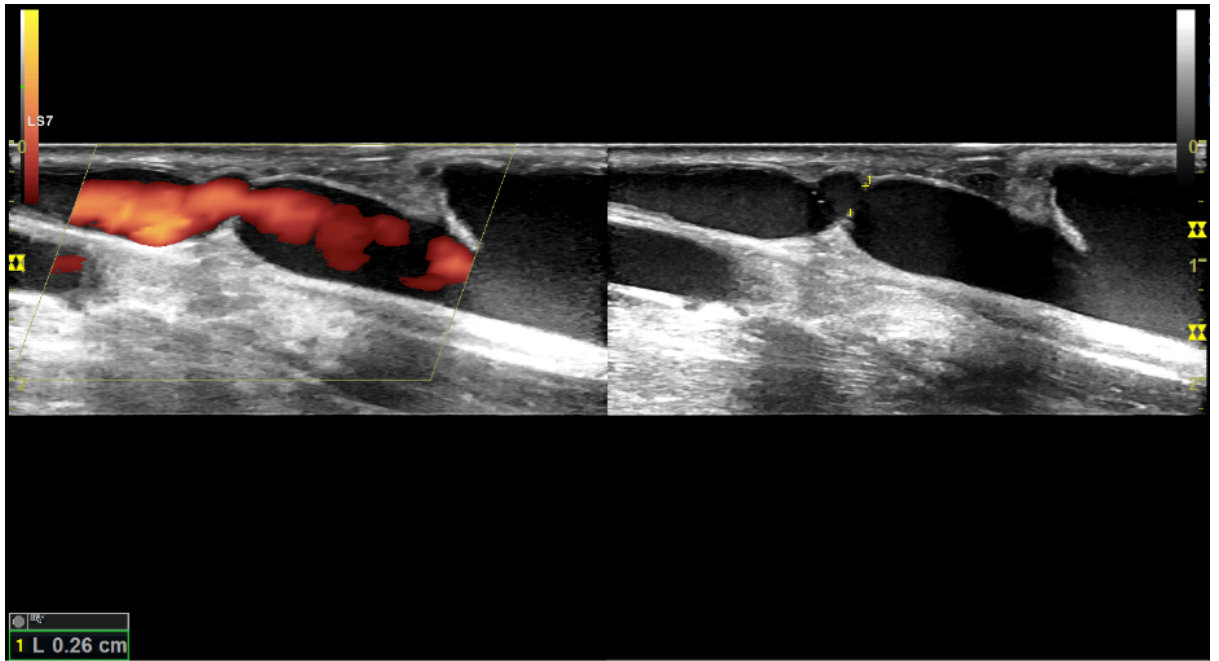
Échodoppler de la FAV en mode énergie et mode B, montre une sténose serrée de la veine avec un mauvais remplissage couleur d'aval
